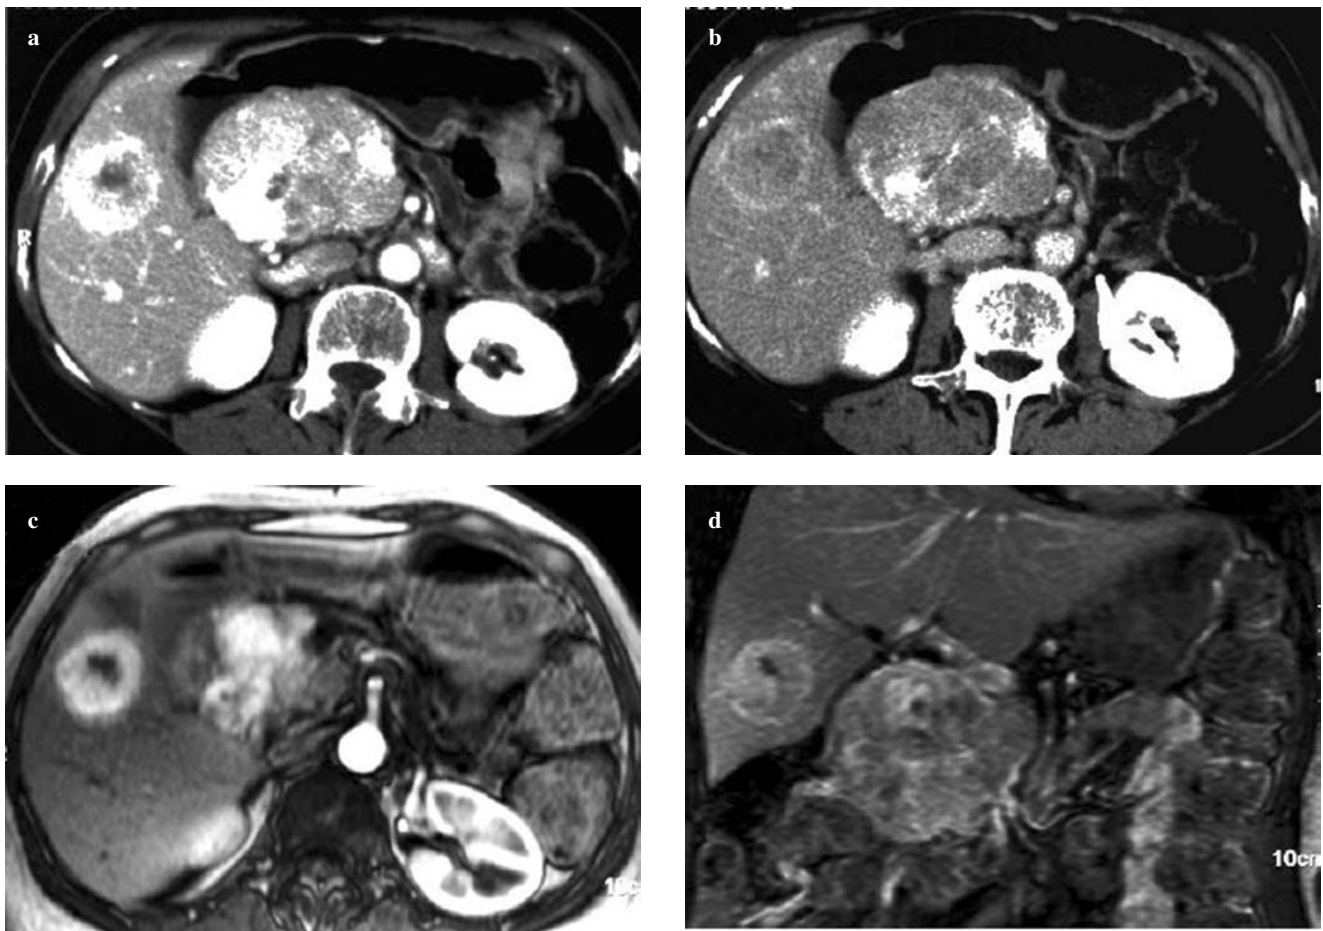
Identification of liver metastases. At MDCT, primary tumour of the pancreatic head and the liver metastasis of the right hepatic lobe appear inhomogeneously hypervascular during the arterial pancreatic phase (a), showing washout during the late venous phase (b). These findings are demonstrated also by contrast-enhanced MRI, which confirms the pattern of hypervascularity in the axial scan acquired during the arterial pancreatic phase (c) and the washout on the coronal scan acquired during the late venous phase (d).
